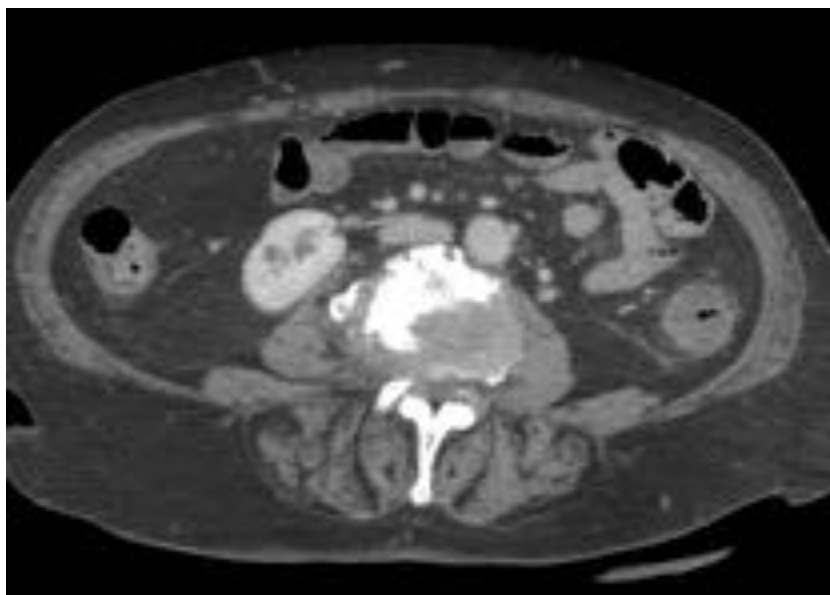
Paciente de 90 años con factores de riesgo cardiovasculares, con cuadro de sepsis e hipotensión, dolor y defensa abdominal. Corte axial de TC con CIV. Engrosamiento de la pared del colon, con discreta trabeculación de la grasa. Colitis Isquémica.
